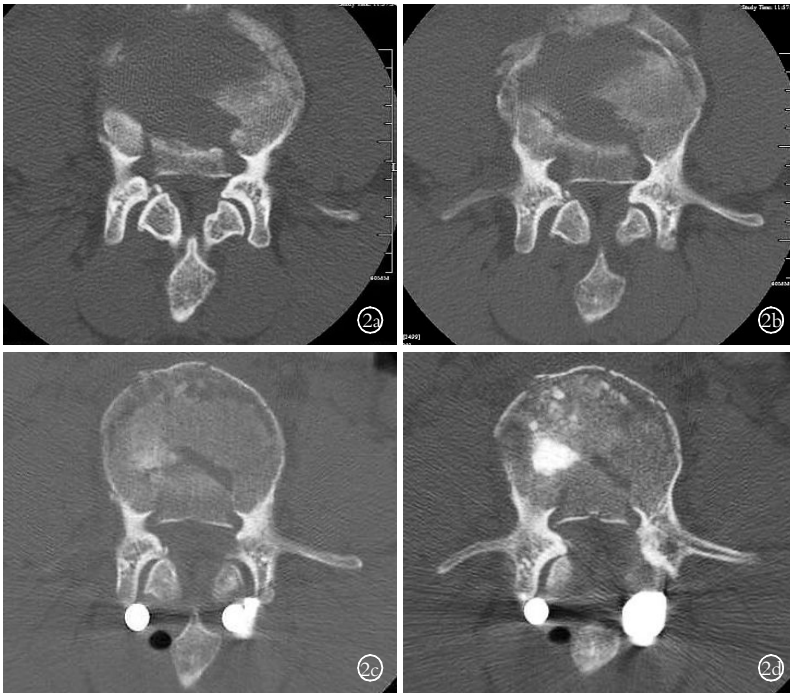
患者,女,23 岁,车祸致 L<sub>4</sub> 爆裂性骨折并双下肢不全瘫,术后 2 个月,瘫痪症状痊愈 2a,2b. 术前伤椎连续两层 CT 扫描示大片状低密度空腔 2c,2d. 术后伤椎大致同层面连续两层 CT 扫描示伤椎内大范围植骨填充满意(其内高密度系植骨填压夯实区)
